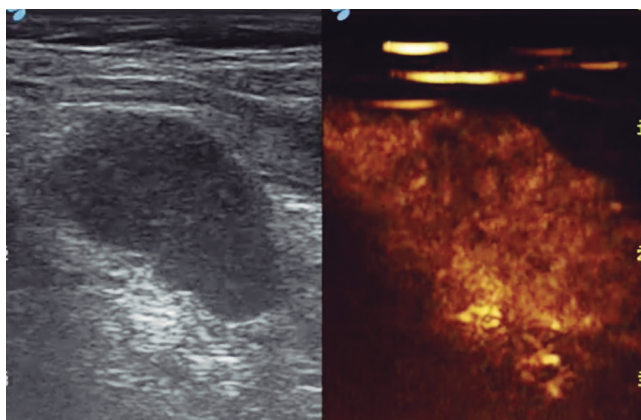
La adenopatía es muy vascularizada en la ecografía contrastada (CEUS).
